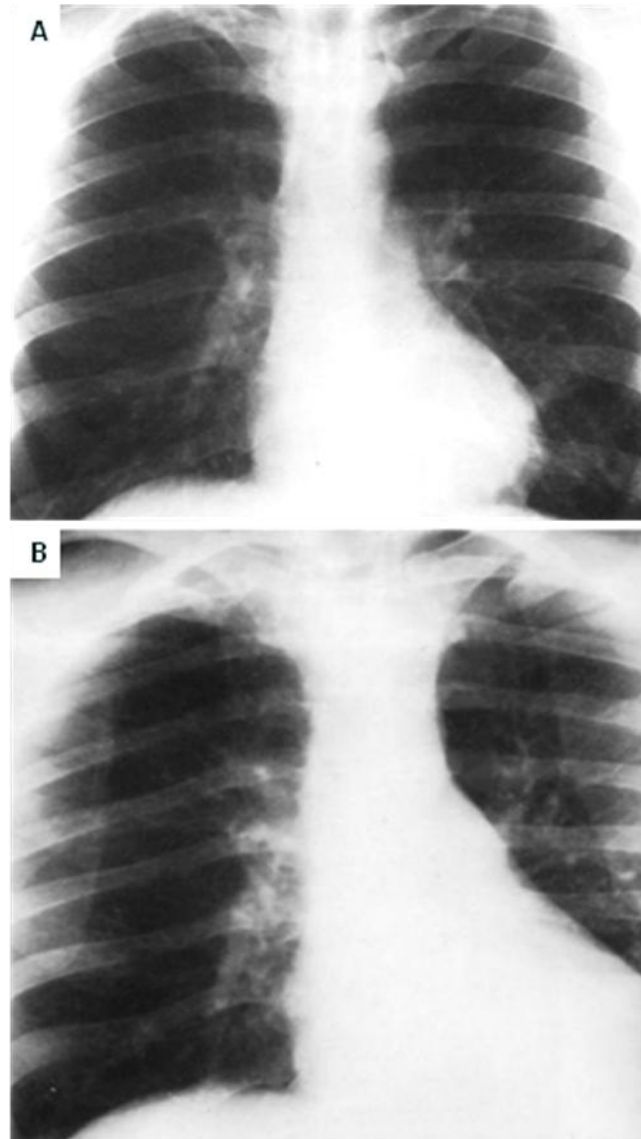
63. A. Radiografía frontal de tórax normal. El segmento de la arteria pulmonar izquierda es cóncavo y se ve la mayor parte del arco aórtico. B. Radiografía frontal de tórax del mismo paciente a los cuatro días, se desarrolla endocarditis y colapso del lóbulo inferior izquierdo por neumonía causando incremento en la densidad del hemitórax izquierdo con obliteración del hemidiafragma y descenso del hilio, la arteria pulmonar izquierda disminuye de tamaño (signo de la cintura plana) y la porción transversa de la aorta se retrae hacia el mediastino perdiéndose en el contorno cardiaco izquierdo.
